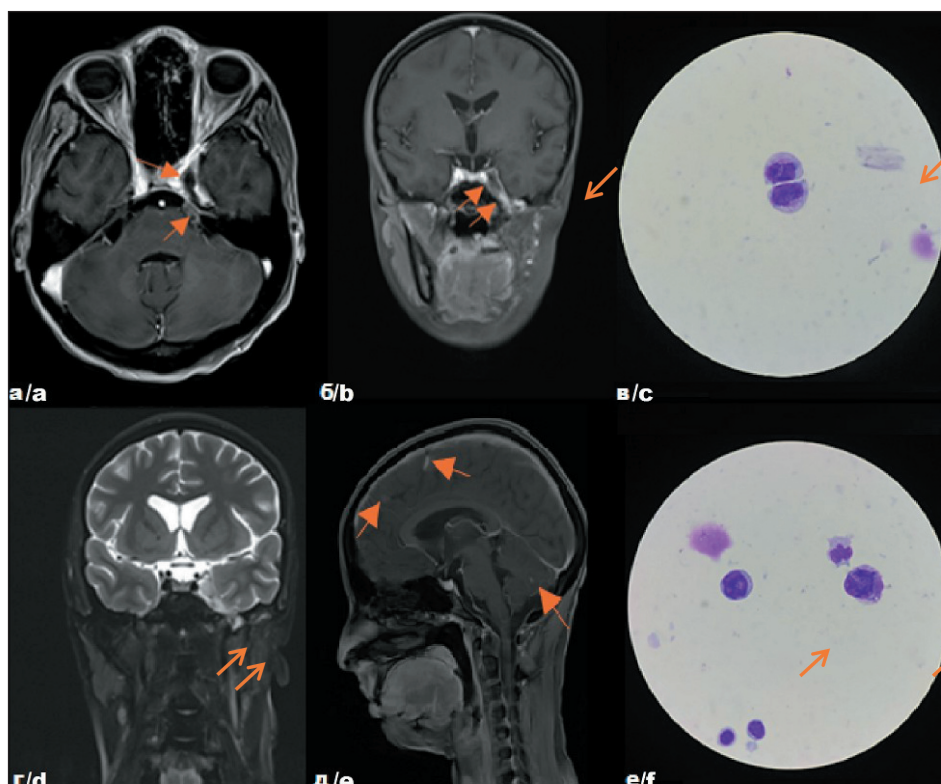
Собственные результаты исследований пациентки Т. с диагнозом: Эмбриональная рабдомиосаркома параменнгеальной локализации с интракраниальным распространением, стадия T2bN0M0 IRSIII. Рецидив I, до начала противорецидивного лечения – на томограммах в аксиальной (а), фронтальной (б) проекциях и после комбинированного лечения – на томограммах во фронтальной (д) и сагиттальной (е) проекциях, цитологическая картина (в) (е) спинномозговой жидкости.
